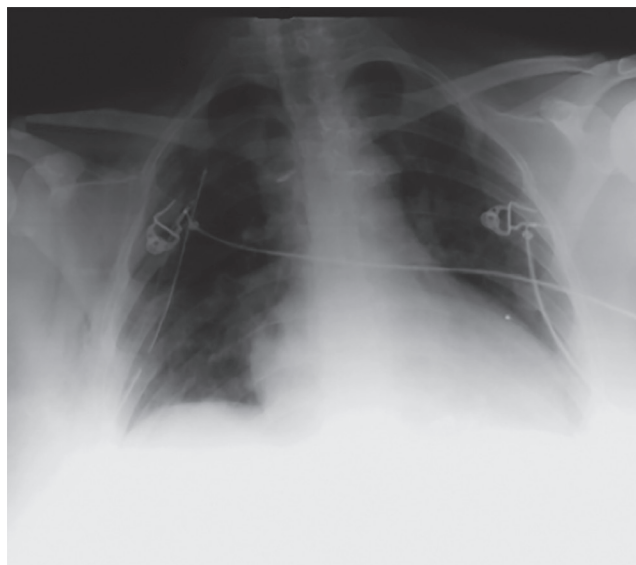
Radiografía de tórax portátil posoperatoria donde se aprecia una buena expansibilidad pulmonar, tubo a tórax derecho, sin neumotórax.
